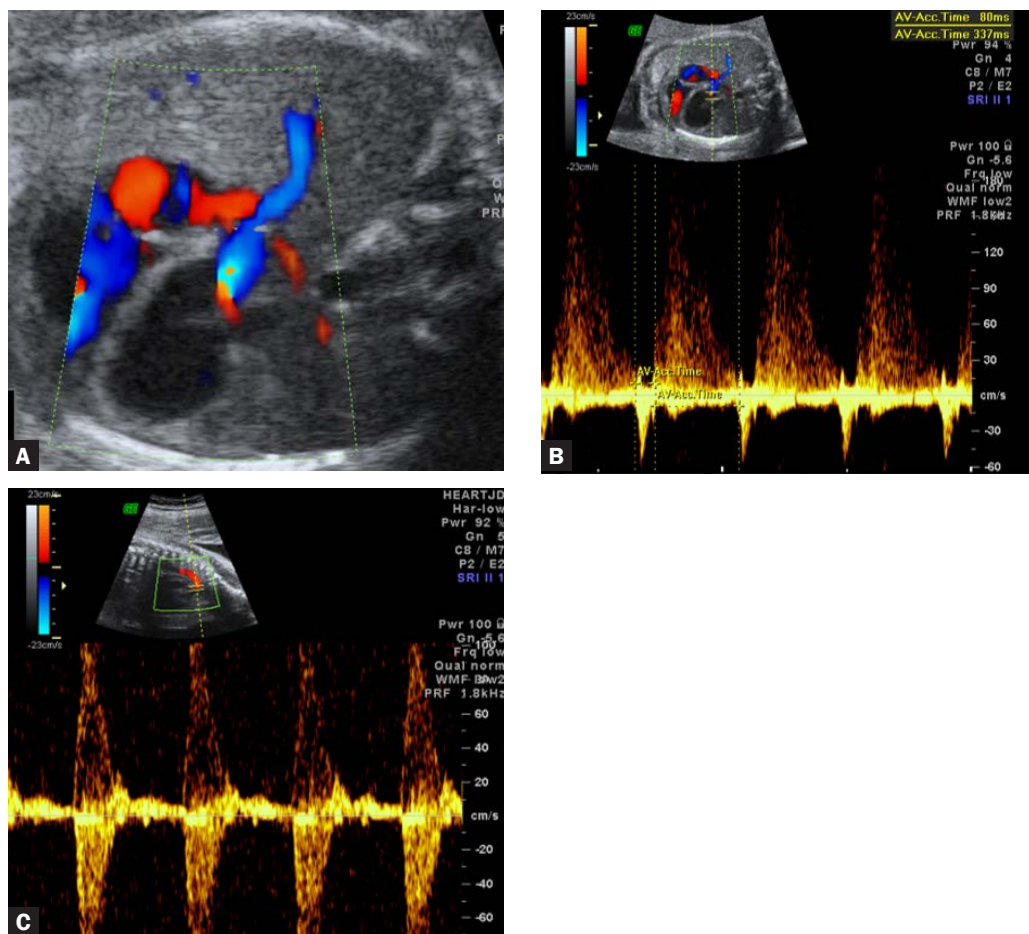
Obrazy echokardiograficzne u płodu, którego matka otrzymała informację, że konieczna jest terapia prenatalna. Prawidłowy obraz 4 jam serca, prawidłowy napływ przez obie zastawki przedsionkowo-komorowe w badaniu kolor doppler, zachowany dwufazowy napływ przez zastawkę dwudzielną z szybką falą zwrotną niedomykalności oraz zachowany szybki wypływ przez zastawkę aortalną wskazują na zachowaną funkcję lewej komory i brak konieczności terapii prenatalnej. Noworodek urodził się w dobrym stanie ogólnym, bez leczenia wewnątrzmacicznego, miał wykonany zabieg przezskórno balonowego poszerzenia zastawki aortalnej
